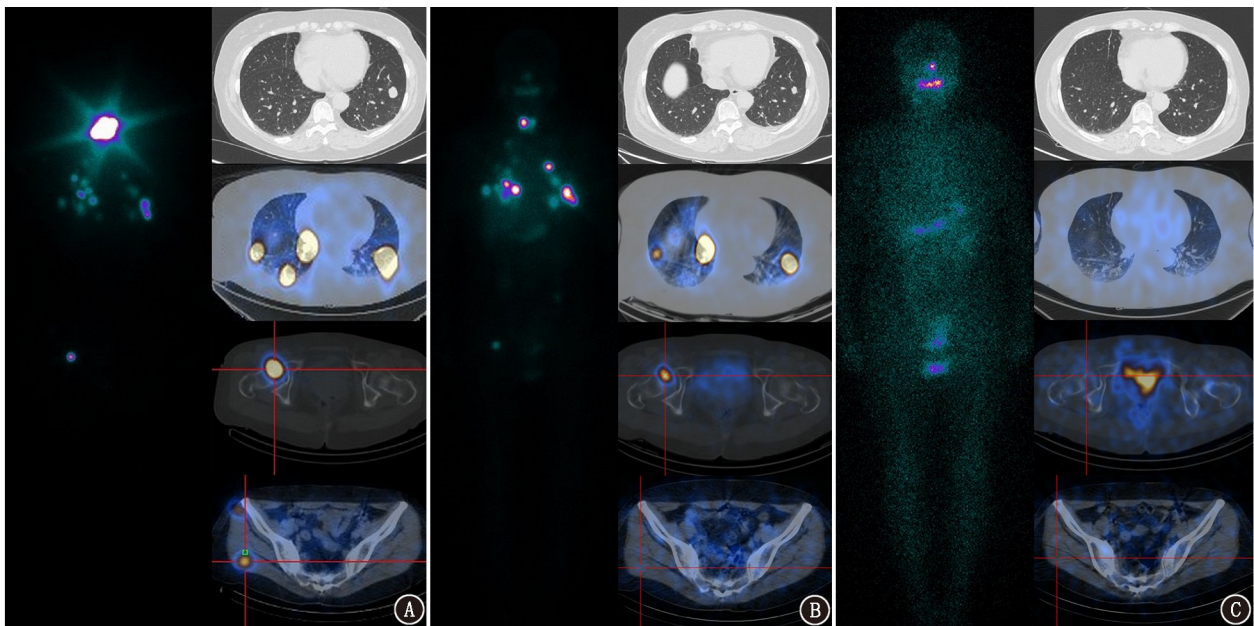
甲状腺乳头状癌(PTC)合并肺、骨骼及臀肌转移行 ^{131}I 治疗治愈患者(女,54 岁) ^{131}I 治疗后全身前位显像+断层融合图像+胸部 CT。患者行 ^{131}I 治疗 3 次,剂量 5.55 GBq/次。A.首次治疗后显像示,双肺、多处骨骼及臀肌多发转移灶,肺内病灶最大径 19 mm,骨转移灶未见明显骨质破坏;B.第 2 次治疗后显像示,肺部转移灶较前缩小(病灶最大径 9 mm),骨骼病灶浓聚 ^{131}I 程度较前减低,左臀肌病灶消失;C.第 3 次治疗后显像示,肺及骨骼转移灶消失。3 次治疗后随访复查抑制状态甲状腺球蛋白(Tg) < 0.04 $\mu\text{g/L}$, Tg 抗体(TgAb) < 0.17 kU/L
